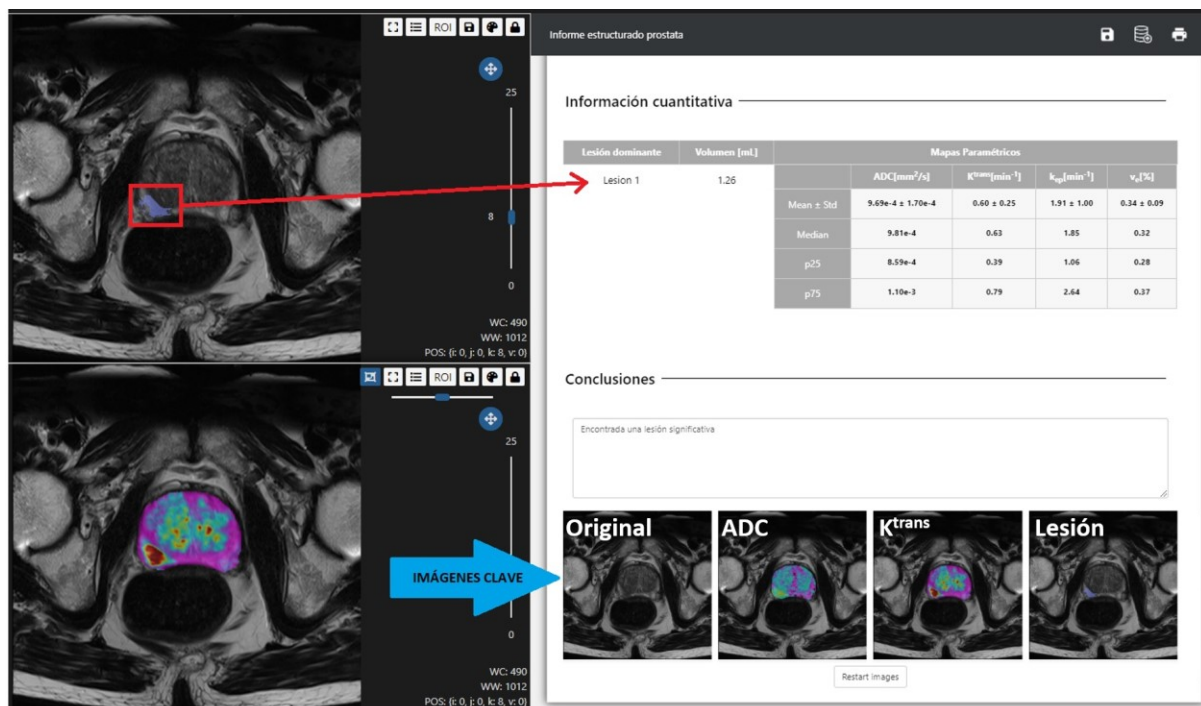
IRE de IRM de próstata, integrado con una plataforma de biomarcadores de imagen. La plantilla incluye variables de enlace para los datos cuantitativos de los biomarcadores de imagen (sección “Información cuantitativa”). El sistema detectó una posible lesión (Lesión 1) y sus valores de K^{trans} , V_e , K_{ep} y ADC se han embebido automáticamente en el formulario del IRE. Además, la plantilla incluye variables de enlace para las imágenes clave. Durante el informado, el radiólogo puede seleccionar un conjunto de imágenes clave relevantes para el diagnóstico, e incluirlas en el IRE.
